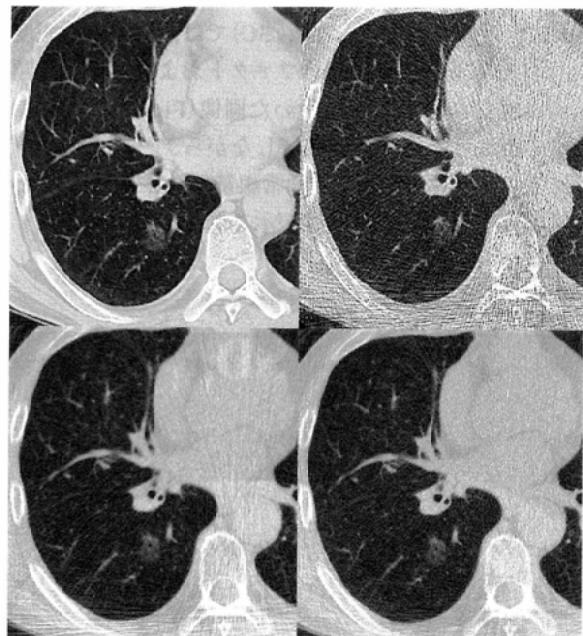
72-year-old male. Lung field CT images of ground-glass opacity lesion with different dose and reconstruction kernel. Significant reduction of streak artifact is noted even by ultra-low-dose imaging with Bone kernel reconstruction using ULR.
